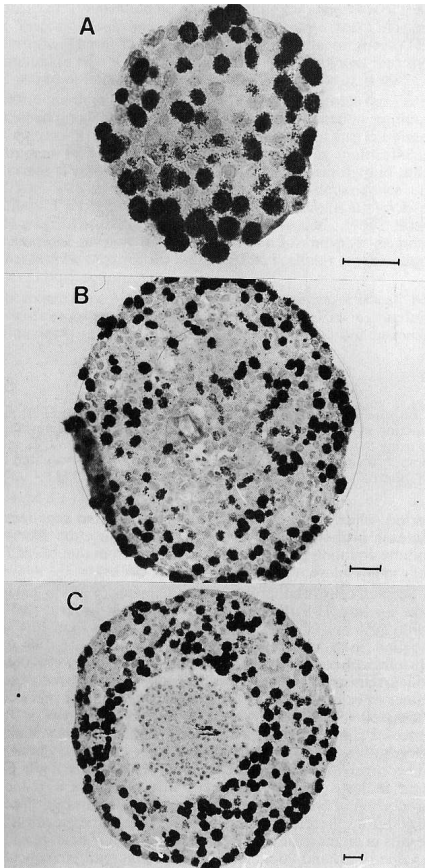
Autorradiografías de esferoides de la línea celular humana MCF-7. (A) Esferoide de $200\ \mu\text{m}$ de diámetro; (B) esferoide de $500\ \mu\text{m}$ de diámetro que muestra el gradiente de proliferación, la capa de células viables (de $150\ \mu\text{m}$) y el núcleo necrótico; (C) esferoide de $800\ \mu\text{m}$ de diámetro, aquí el tamaño ha producido un artefacto que consiste en la entrada de medio de cultivo al interior del esferoide y la eliminación del gradiente de proliferación en la corteza externa. Los esferoides fueron mantenidos en un medio de cultivo en el que se incorporó $^3\text{HTdR}$. La barra de escala corresponde a $50\ \mu\text{m}$. Tomado de [Ole92].
